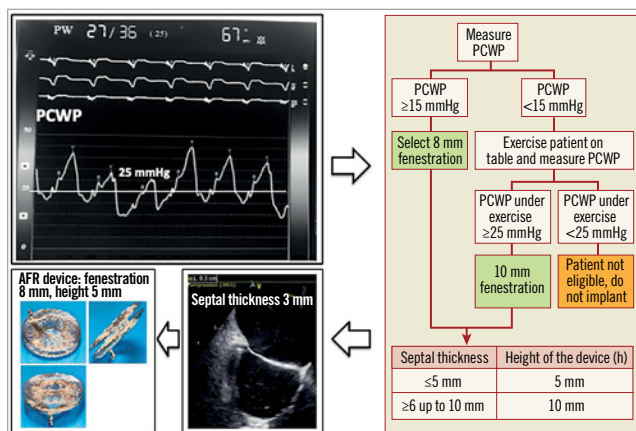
Examples of haemodynamic and echocardiographic measurements with sizing instructions.
